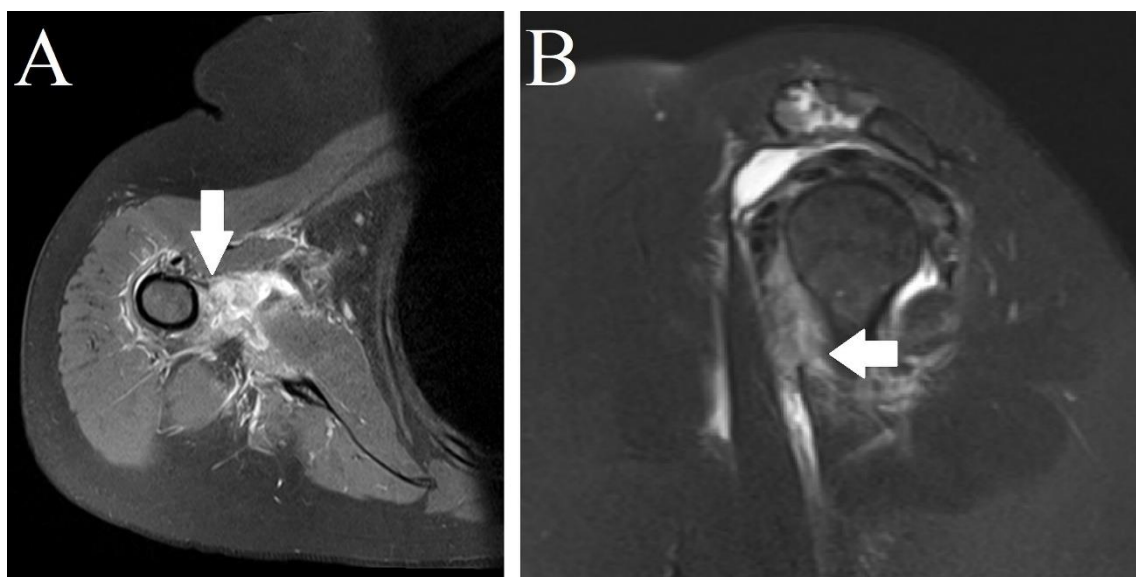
RM no corte axial na sequência DP FAT SAT em A e no corte sagital na sequência T2 FAT SAT em B demonstrando rotura insercional dos músculos latíssimo do dorso e peitoral maior (seta branca).
